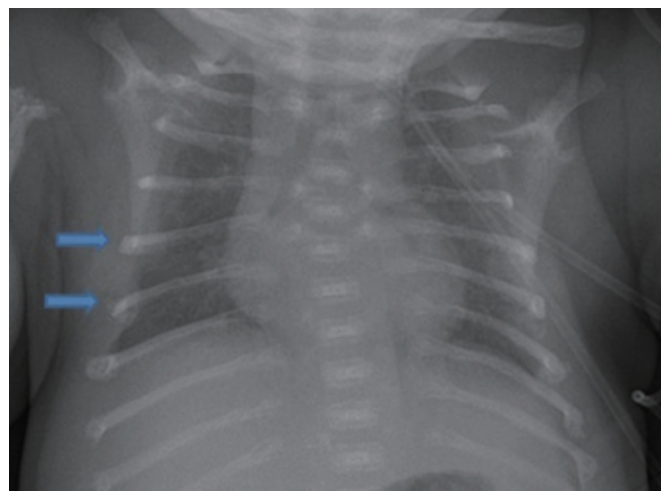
Chest X-ray showing shortening of the ribs (arrows).
